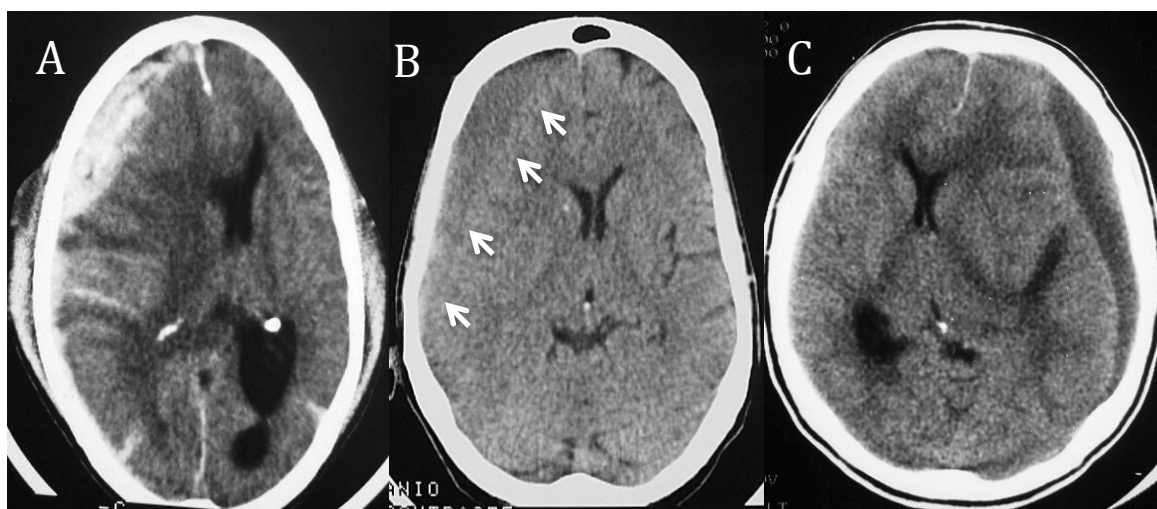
Imagem de tomografia computadorizada de crânio evidenciando hematoma subdural agudo (A), subagudo – setas brancas (B) e crônico (C). Fonte: Imagem preparada pelo autor com base em imagens de tomografia computadorizada de paciente do Hospital de Base do Distrito Federal.
